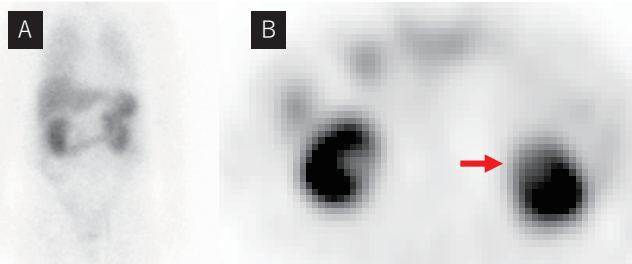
$^{111}\text{In}$  pentetreotide scintigraphy (24時間後)
